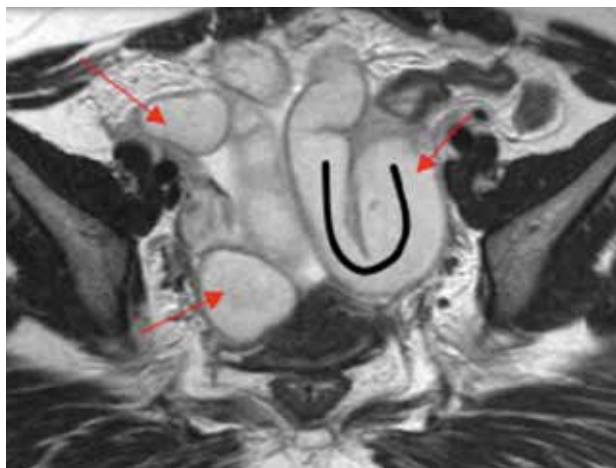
El hidrosalpinx se presenta también con un patrón quístico similar, pero la capacidad multiplanar de la RM permite visualizar su característica disposición tubular en "C" con pequeños repliegues parietales (plicae) facilitando su diagnóstico.
